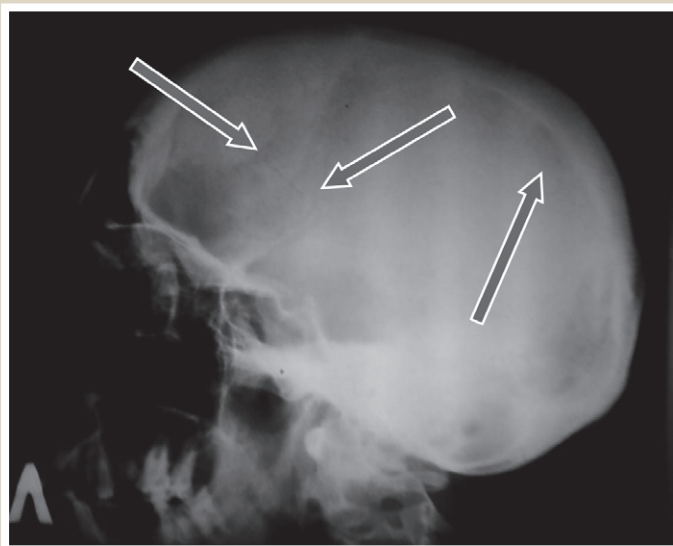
Оглядова рентгенограма черепа.
